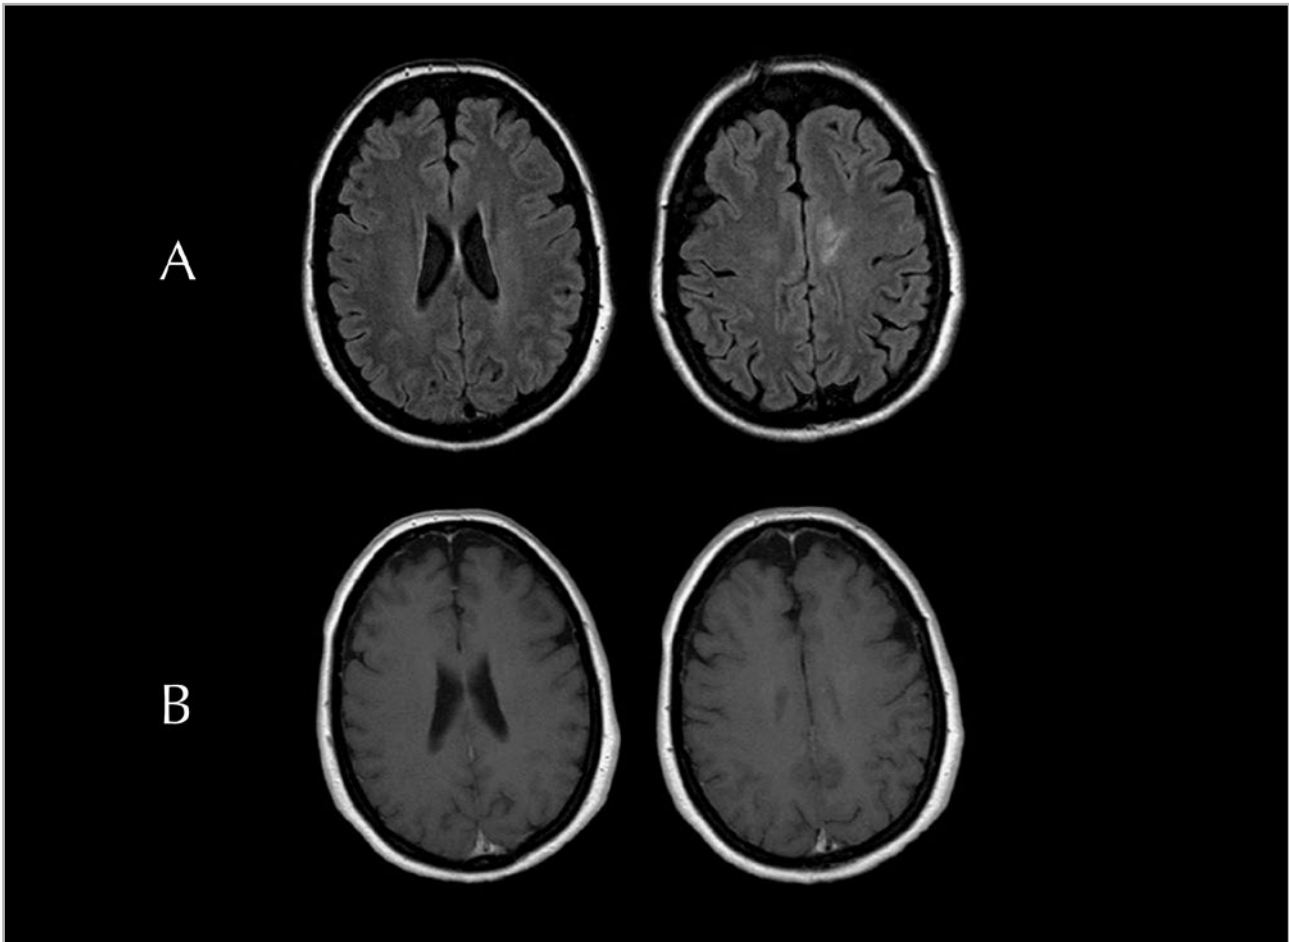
Resonancia magnética cerebral. A: secuencias FLAIR; B: secuencias potenciadas en T1 posgadolinio.
